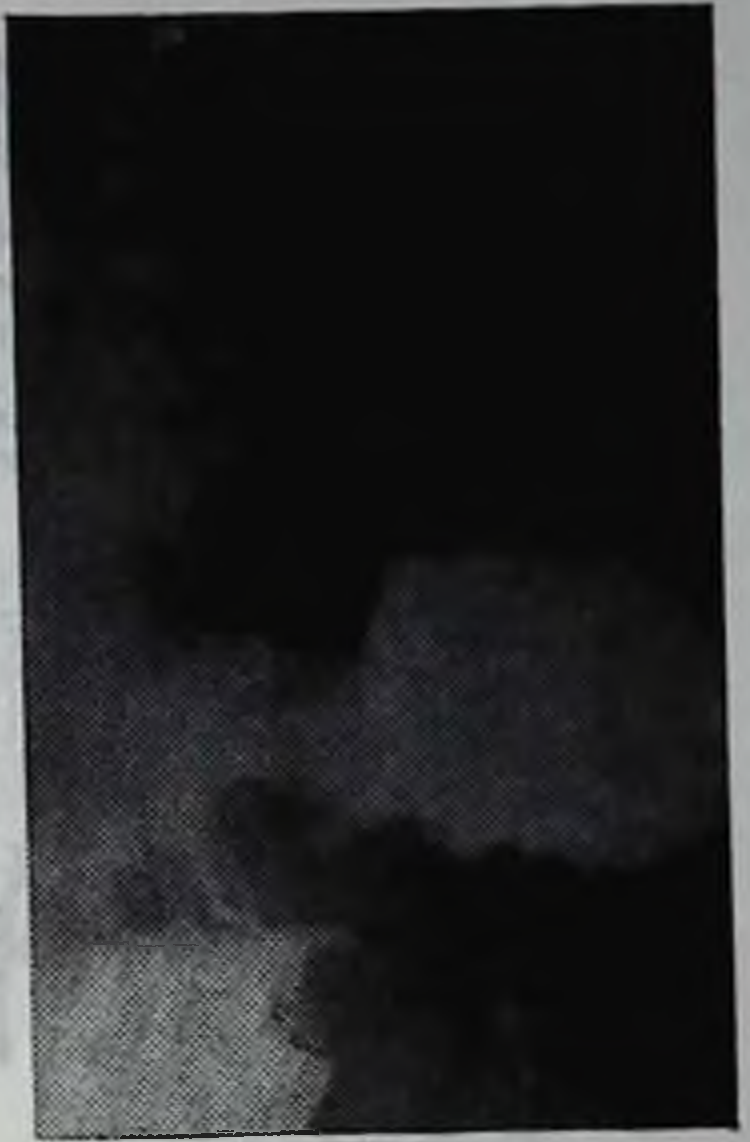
Рентгенограмма желудка и пилорического канала. Широкий пилорус.
